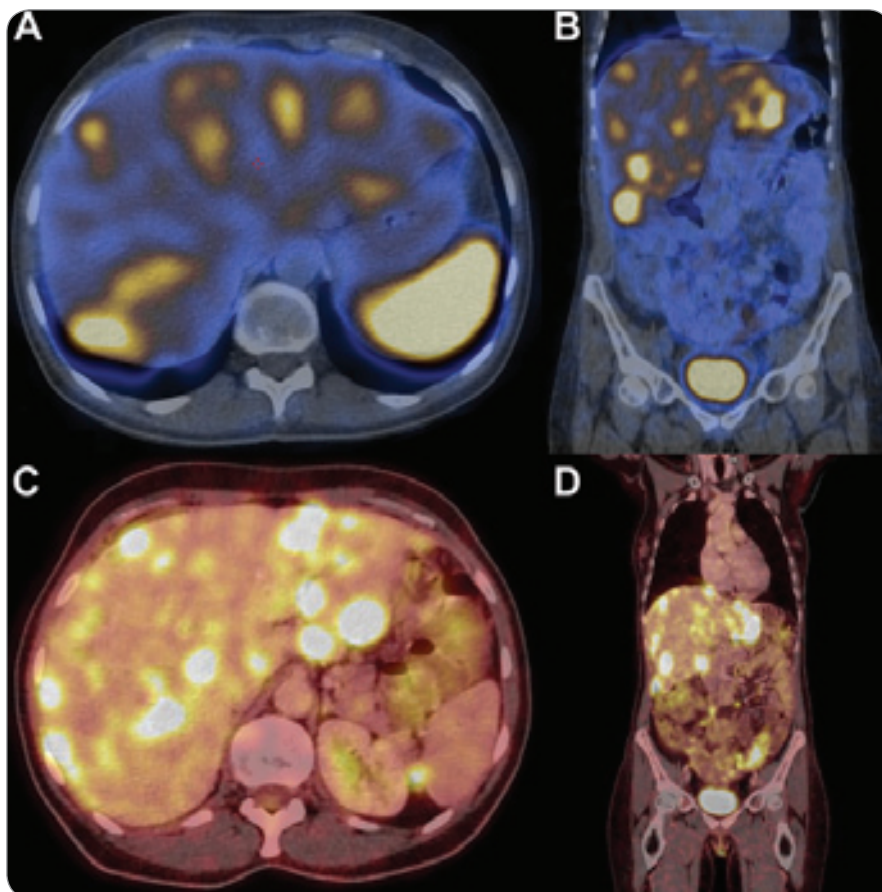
SPECT/CT and PET/CT imaging. Multiple liver metastases of neuroendocrine tumor. A) Tektrotyd scan, transversal plane, SPECT/CT showing an intense Tektrotyd uptake in the liver metastases; B) Tektrotyd scan, coronal plane, SPECT/CT showing an intense Tektrotyd uptake in the liver metastases; C) PET/CT showing ^{18}F -fluorodeoxyglucose accumulation in the liver metastases, transversal plane; D) PET/CT showing ^{18}F -fluorodeoxyglucose accumulation in the liver metastases, coronal plane.
